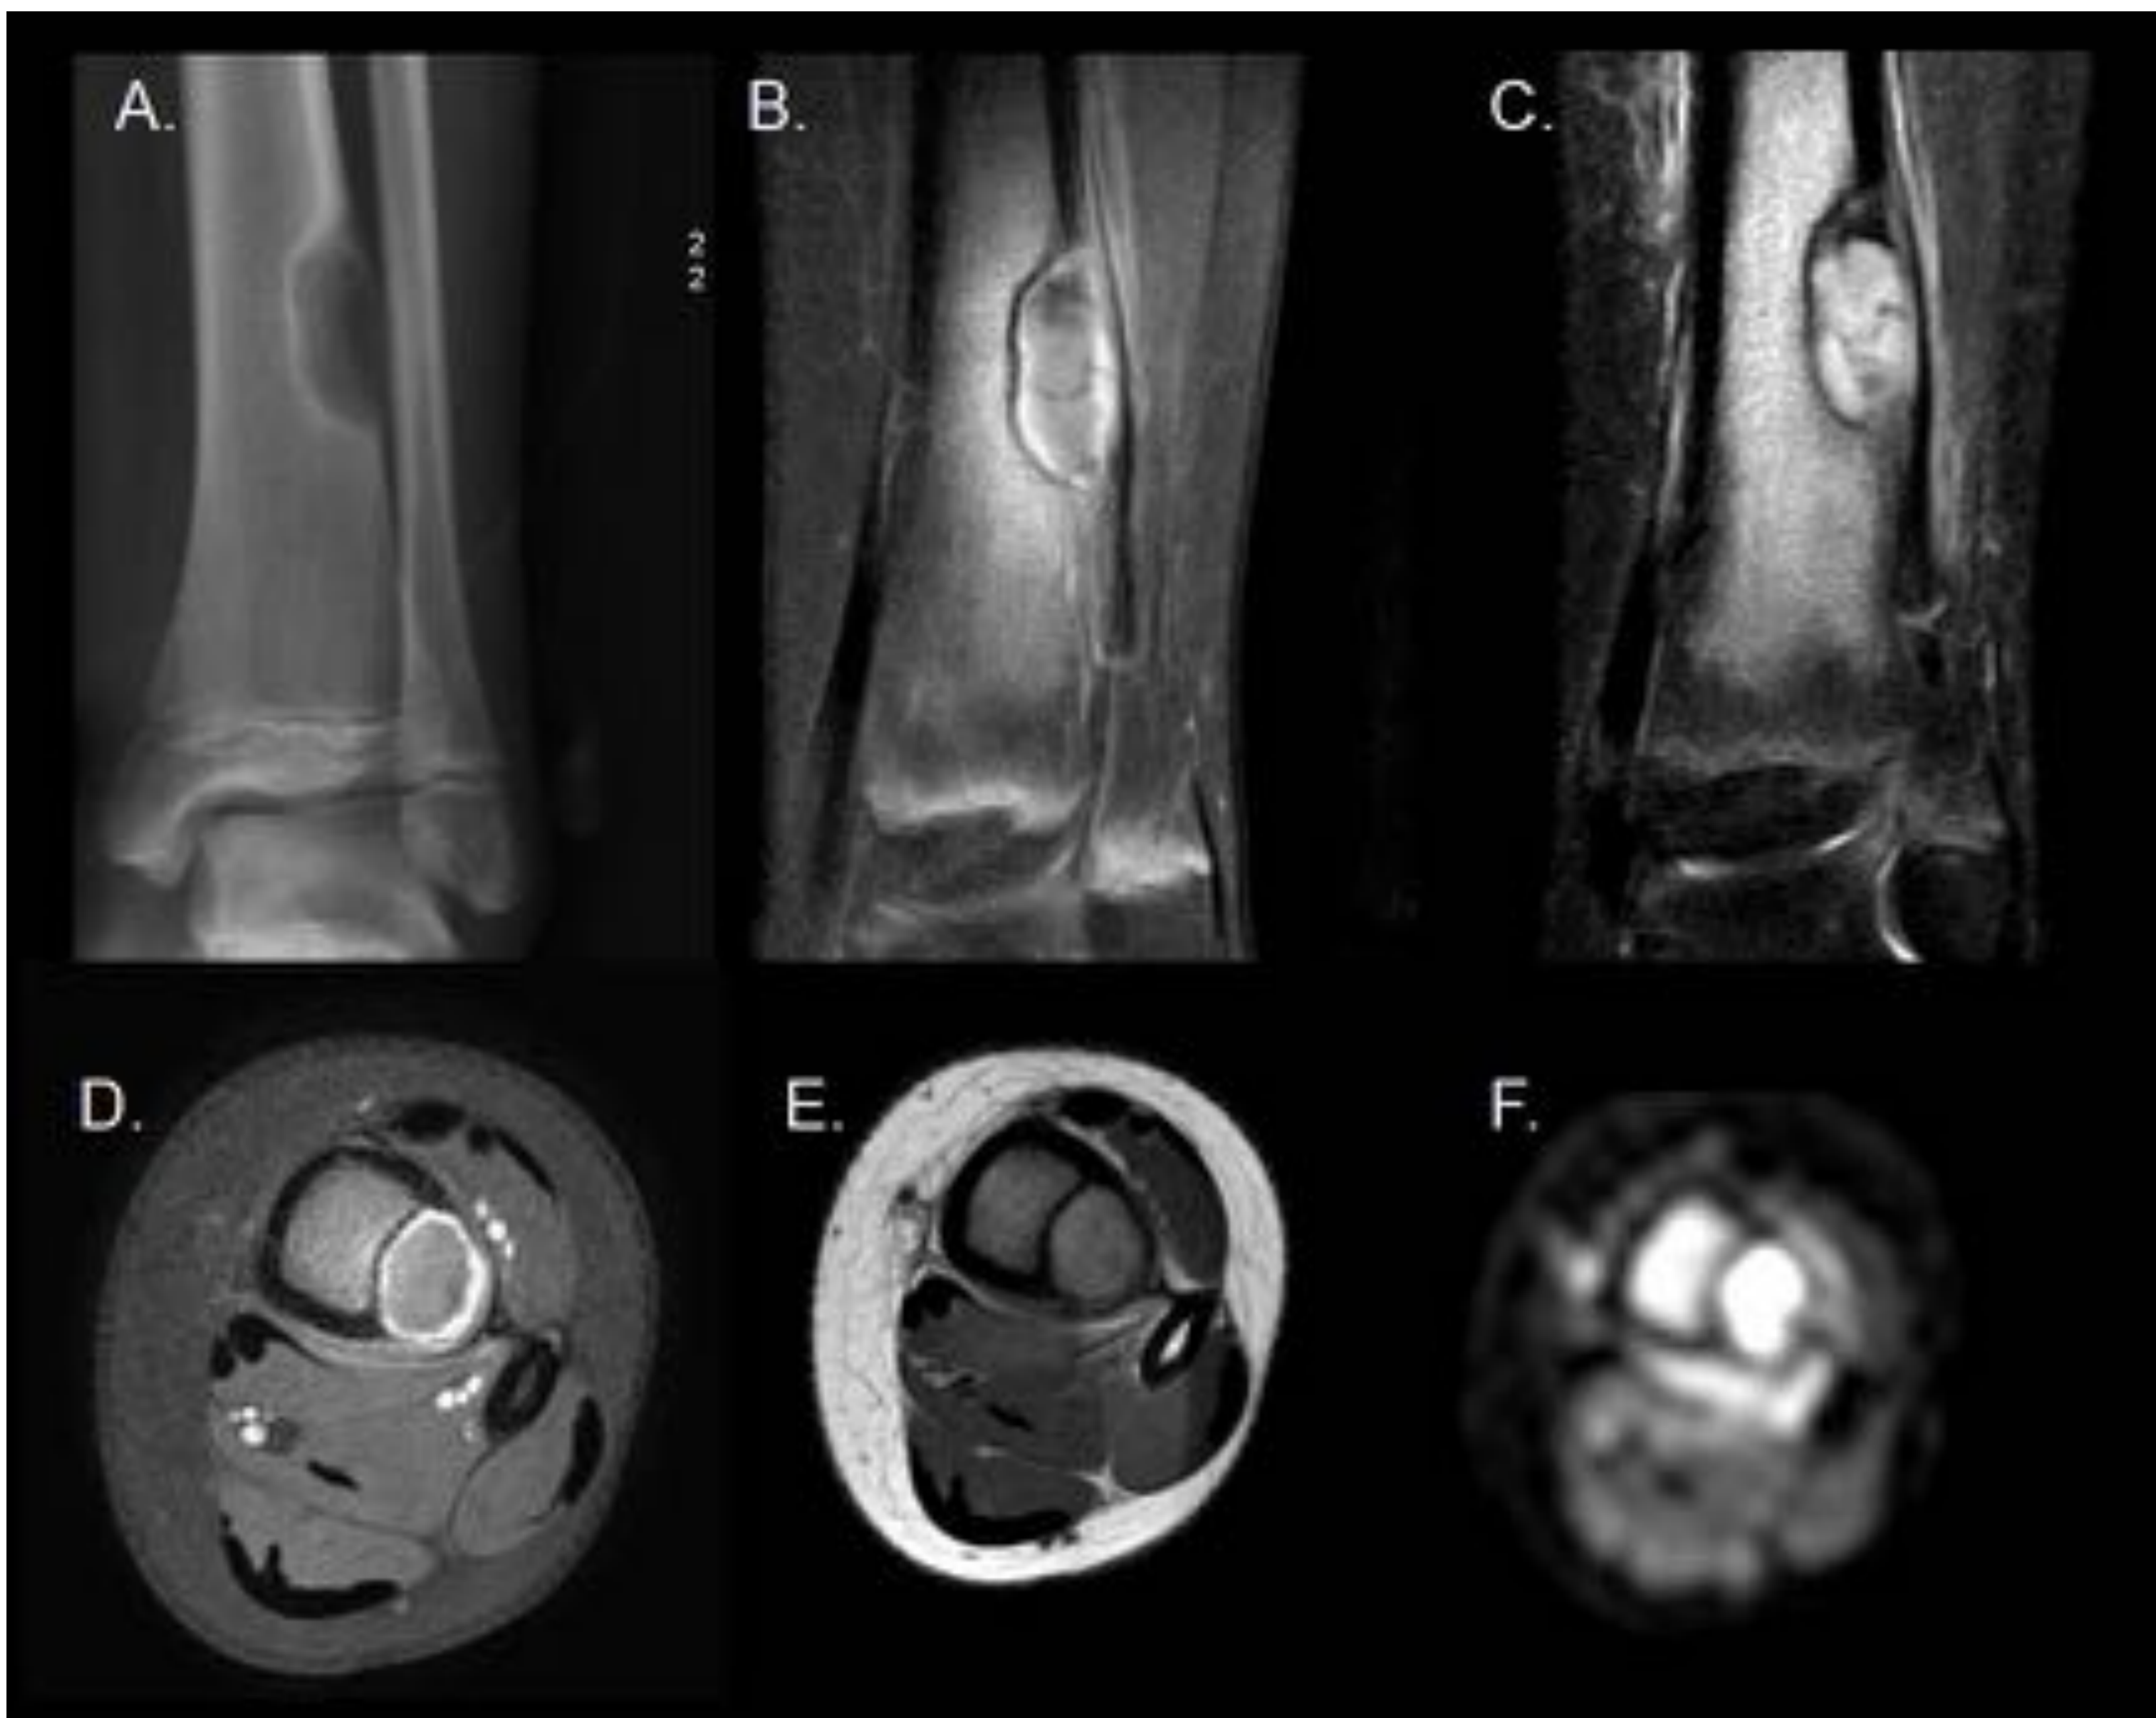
Osteoblastoma. Radiografía de tibia-peroné izquierdos AP (A) y secuencias de RM coronal DP (A), coronal STIR (B), axial DP (D), axial T1 (E) y difusión (F).
